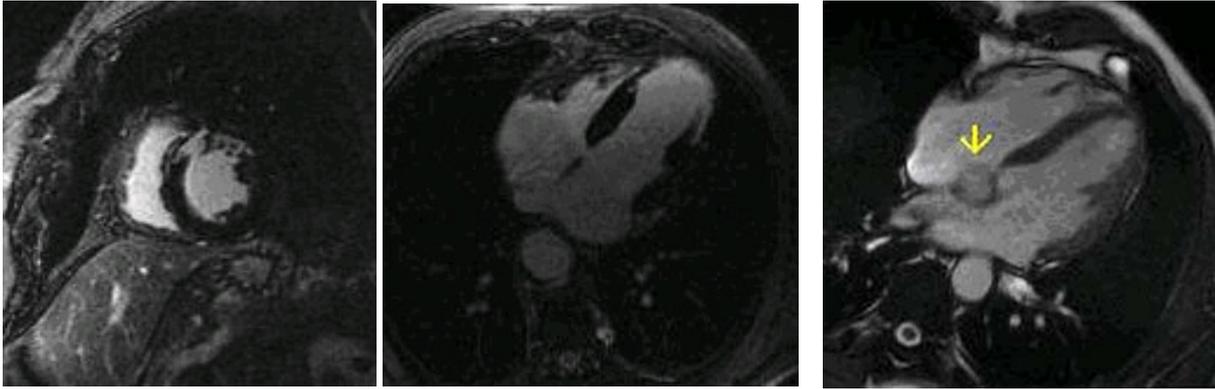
Links: Kardio-MRT – Mitte: Herzinfarkt an Vorderwand und Spitze – Rechts: Offenes Formaeen ovale
